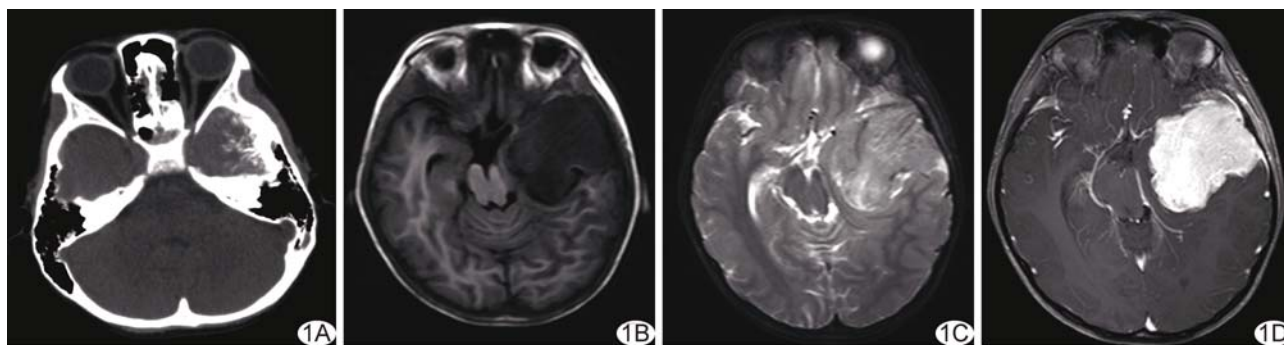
左颞部尤因肉瘤 A. CT 示左侧颞骨骨质不规整, 呈放射状改变; B、C. MR 平扫示肿块呈不均匀稍长 T1 稍长 T2 信号, 边界欠清; D. MR 增强扫描示病灶明显均匀强化, 邻近脑膜明显强化
